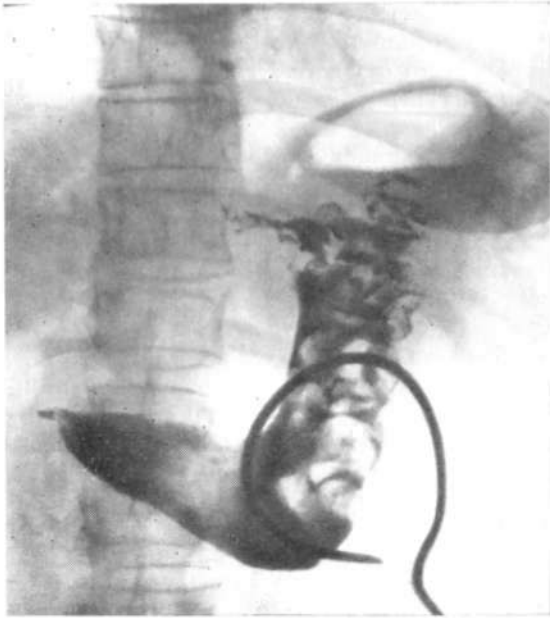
Обзорная рентгенограмма желудка. Избыточная слизистая оболочка вдоль большой кривизны. Форма и размеры дефектов наполнения меняются в процессе исследования.
